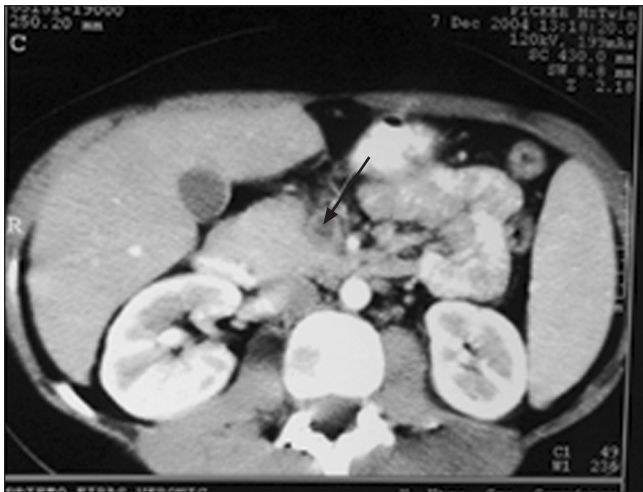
Tomografía axial computerizada con contraste intravenoso, muestra la trombosis de la vena meséfrica superior.
